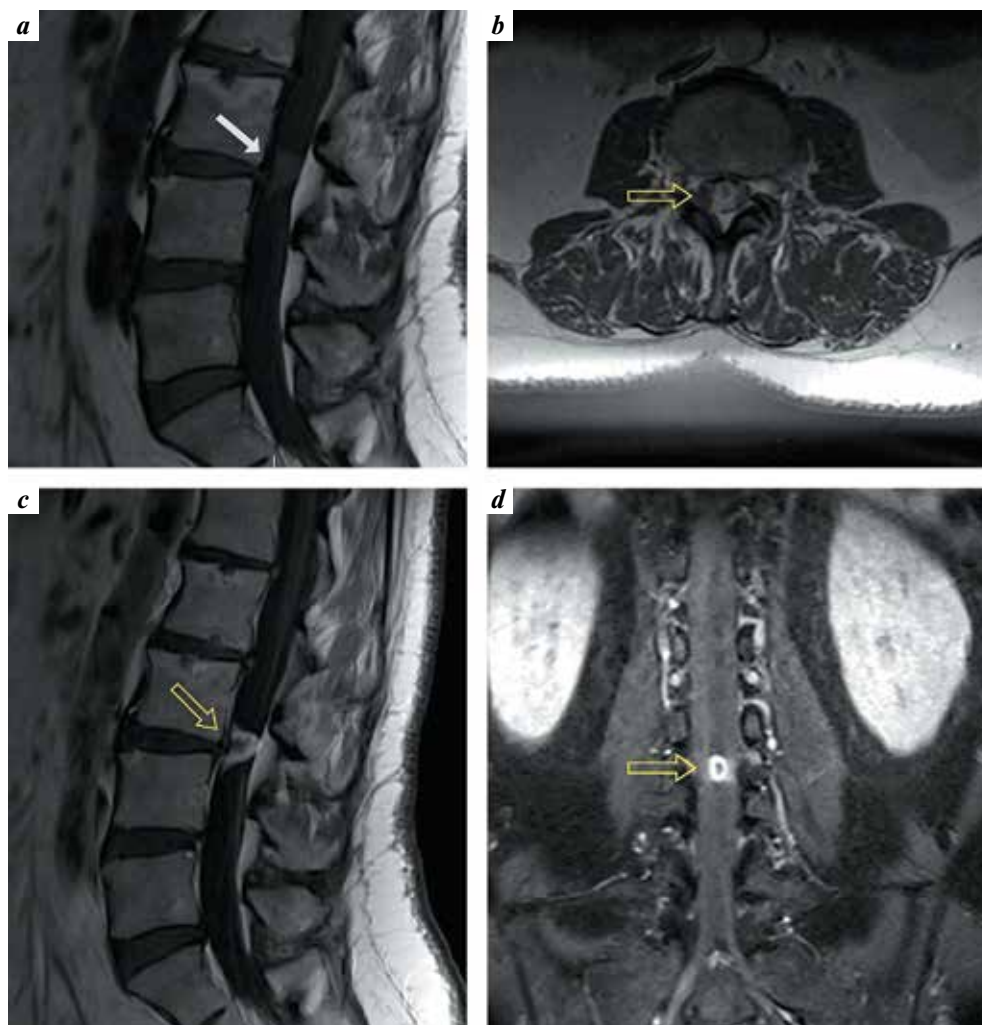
Lumbar magnetic resonance imaging of patient: a – T1 weighted image: an isointense intradural formation is visualized (white arrow); b–d – T1+C TSE Fat Sat mode: an intradural isointensive volumetric formation with a ring-shaped accumulation of contrast along the periphery, the phenomenon of “ring enhancement” (yellow arrows) is visualized
